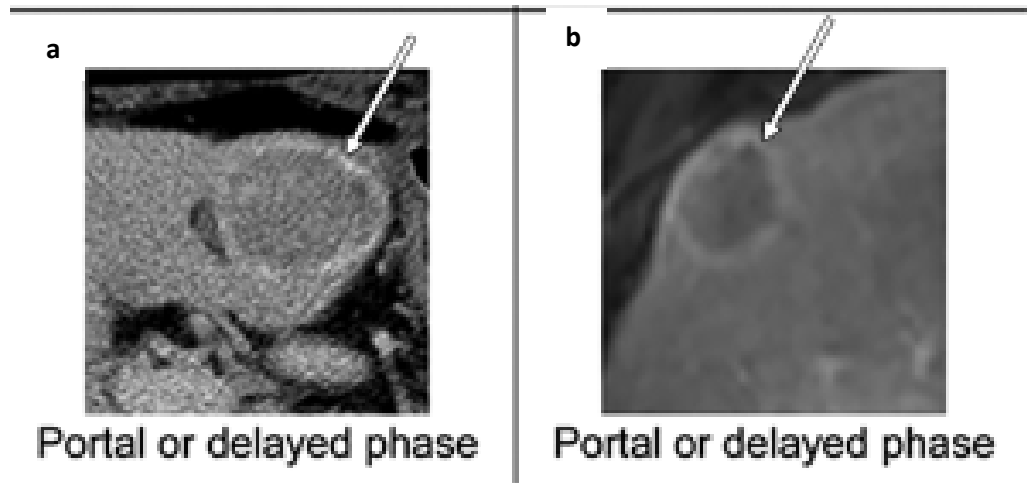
(a) Aspect scannographique après injection d'un rehaussement de « capsule » à la phase portal ou tardive, (b) aspect de « capsule » rehaussée à l'IRM après injection à la phase portale ou tardive. [69]
